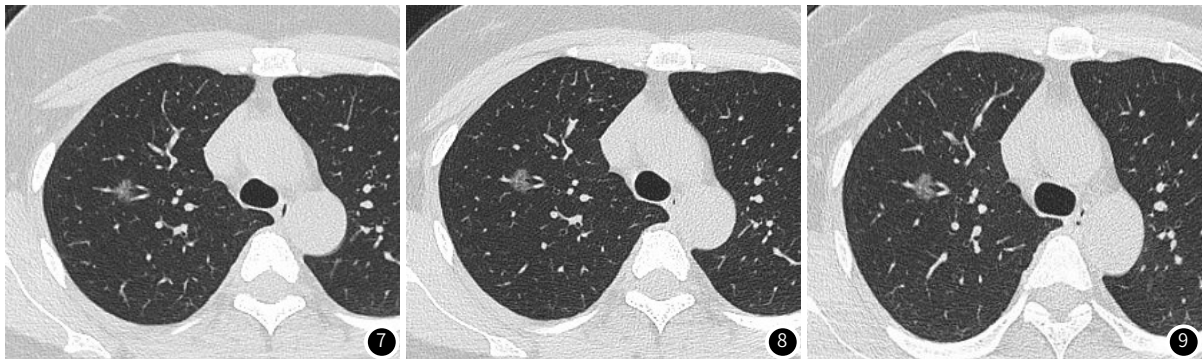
2018年08-26第一次低剂量CT扫描。检出右肺上叶尖段小结节,直径约 $8.8 \times 6.3\text{mm}$,磨玻璃密度,边缘毛糙但清晰,与邻近血管关系密切。图8 2018年10-22第二次低剂量CT扫描。病灶边缘显饱满,直径约 $9.2 \times 6.5\text{mm}$,形态及密度未见明显动态变化。图9 2018年12-20第三次CT扫描。病灶内下缘较10月CT显饱满,直径约直径约 $9.3 \times 6.5\text{mm}$,密度较前略显增高。
